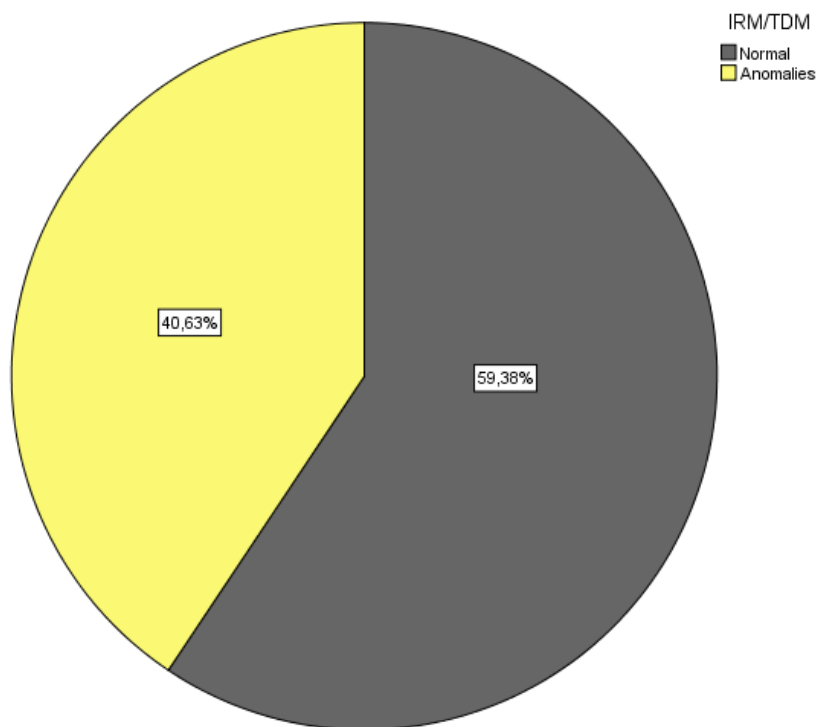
Résultats IRM/TDM :
